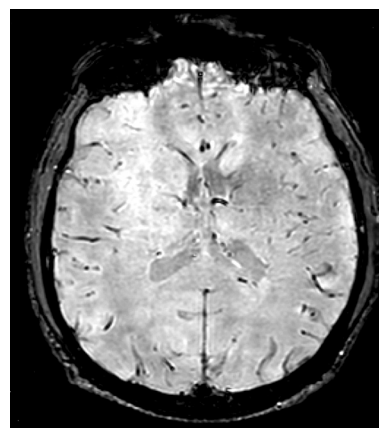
МРТ головного мозга в режиме SWI/SWAN пациента с сотрясением головного мозга. Диффузных микрокровоизлияний не обнаружено
